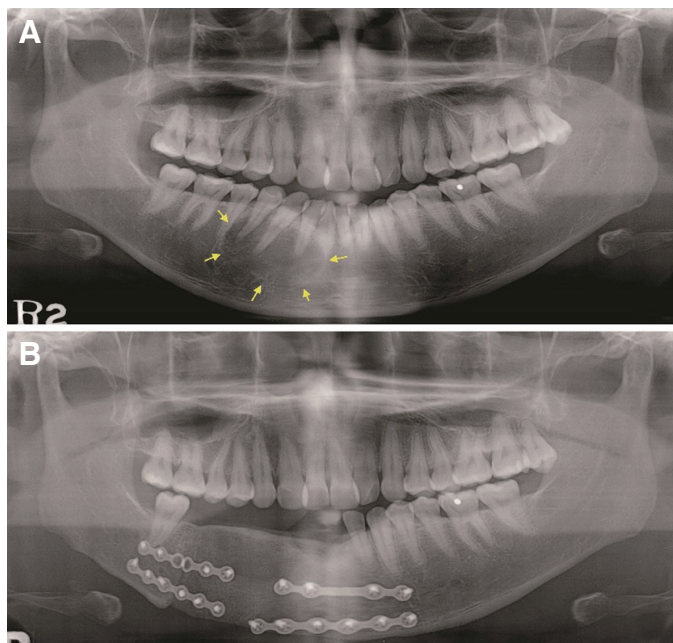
Panoramic radiographic examination. (A) Pre-operative radiographic examination. Arrows indicate the boundaries of ameloblastoma, (B) After segmental mandibulectomy and reconstruction of right mandible with iliac bone graft.
